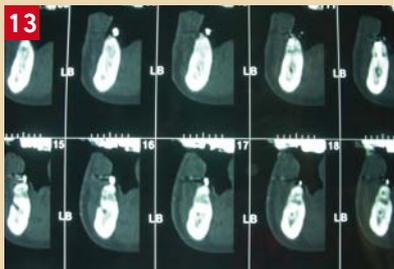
coupe TDM mettant en évidence le nouveau volume osseux convenable dans le secteur mandibulaire gauche
